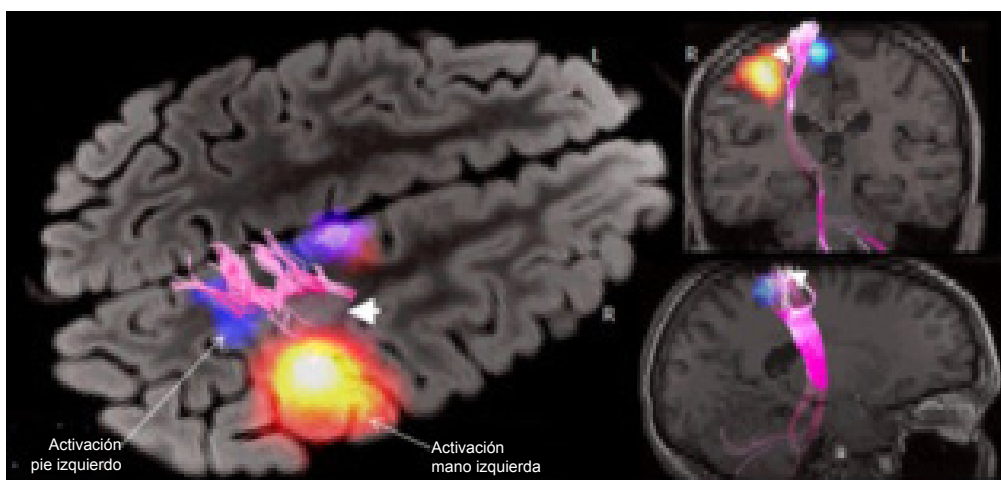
Fusión de las imágenes funcional, estructural y anatómica. La activación motora de la mano y el pie izquierdos son desplegadas en la RM (FLAIR) en el corte axial rotado, también el tracto córticoespinal (TCE) derecho (rosa) y se observa la topografía de la lesión (cabeza de flecha blanca) respecto a la corteza elocuente. En los cortes
